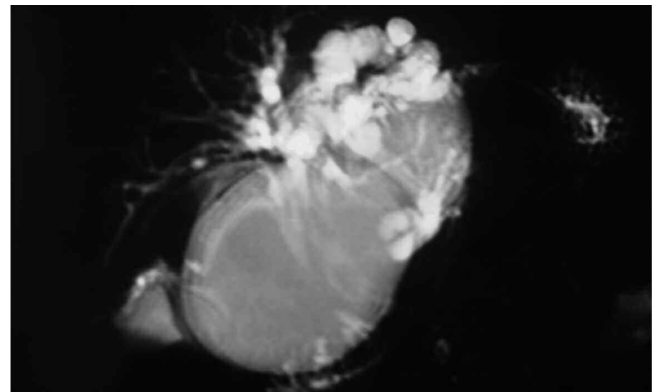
RMN. Importante dilatación de vía biliar intrahepática y atrofia de lóbulo hepático izquierdo. Quiste gigante en el lóbulo derecho.
